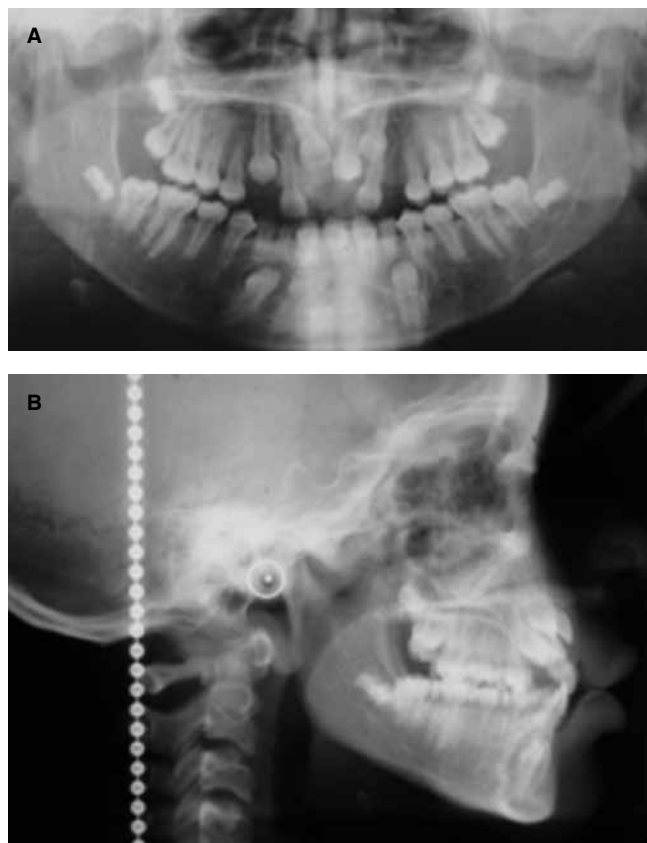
Radiografías pretratamiento. A corresponde a la radiografía panorámica y B a la radiografía lateral de cráneo.
